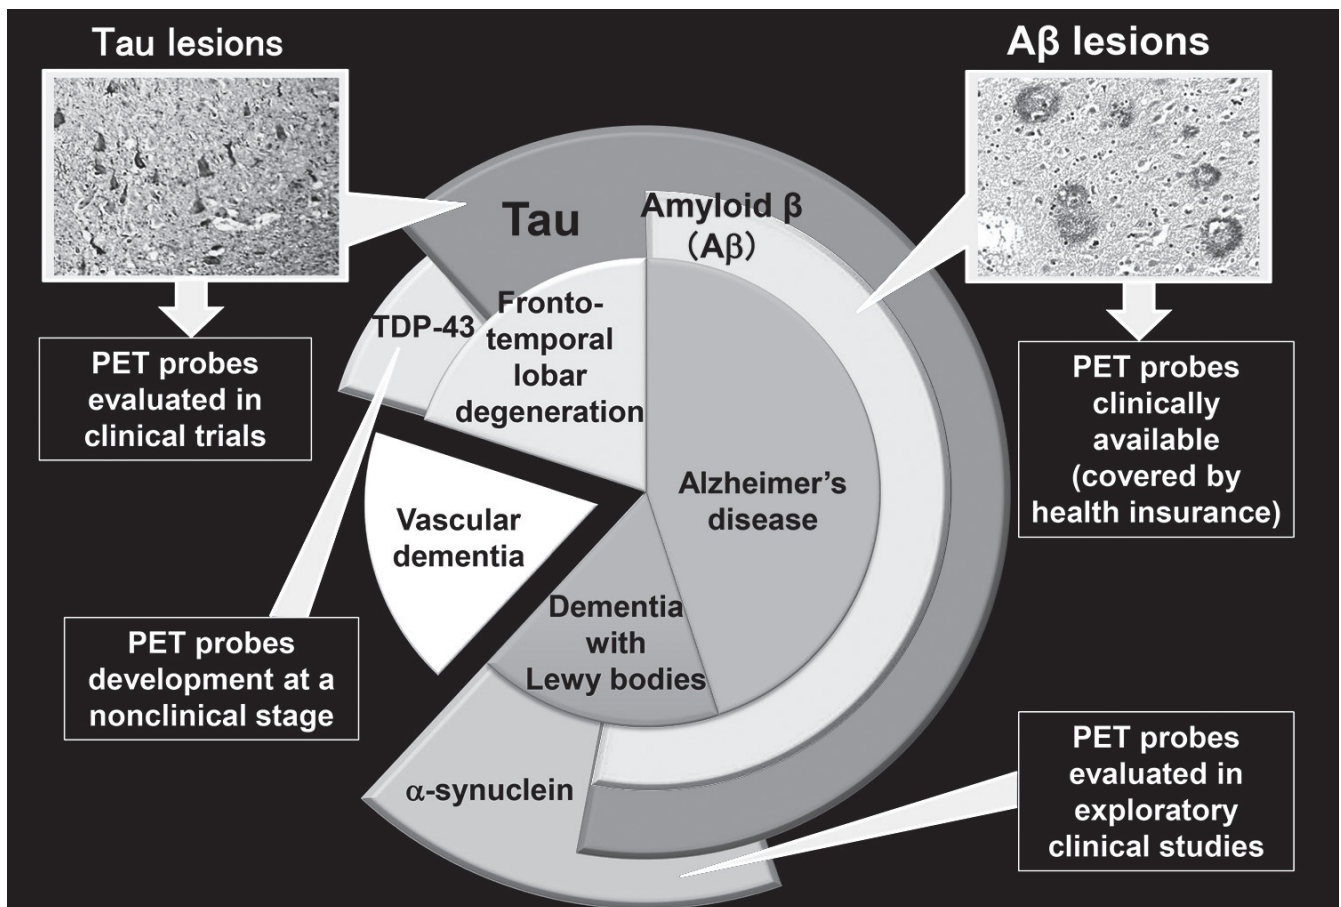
Classification of dementing disorders and protein depositions governing the three major neurodegenerative dementias. PET probes capturing these hallmark proteinopathies have been generated and evaluated at different development stages. PET, positron emission tomography.
